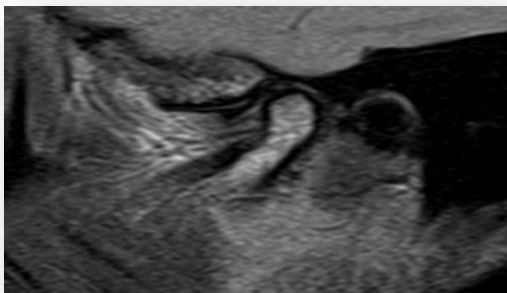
IRM, secțiune oblic-sagitală PD
